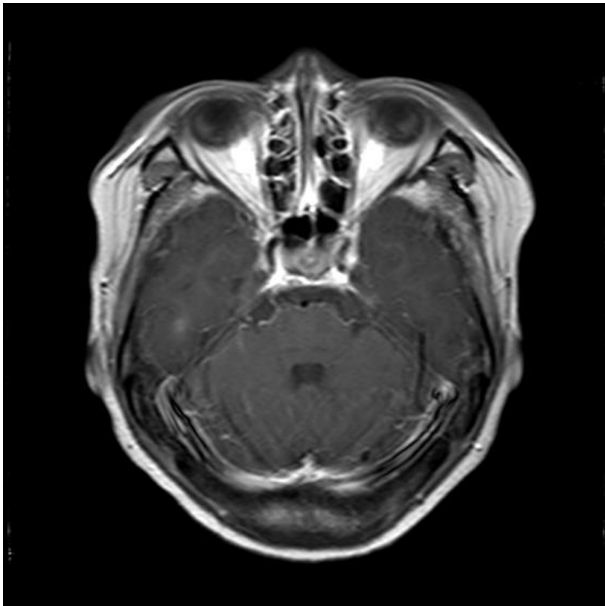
Brain Magnetic Resonance Imaging of 1st case patient. T1-weighted sequence following contrast consistent with meningeal enhancement representing viral meningitis.
